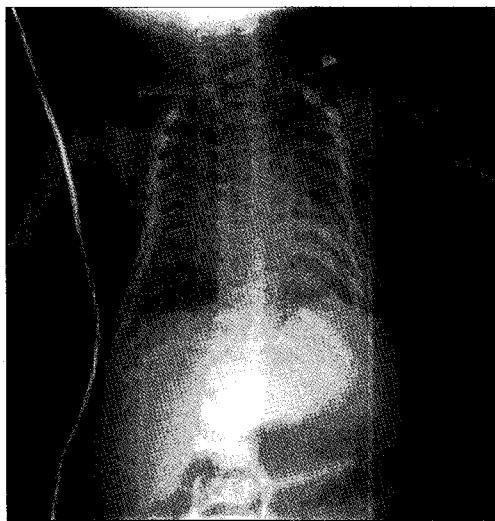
Preoperative simple chest X-ray. Broad, short horizontal ribs, bicycle-handlebar-shaped clavicles, and a bell-shaped, almost completely rigid thorax are shown.
